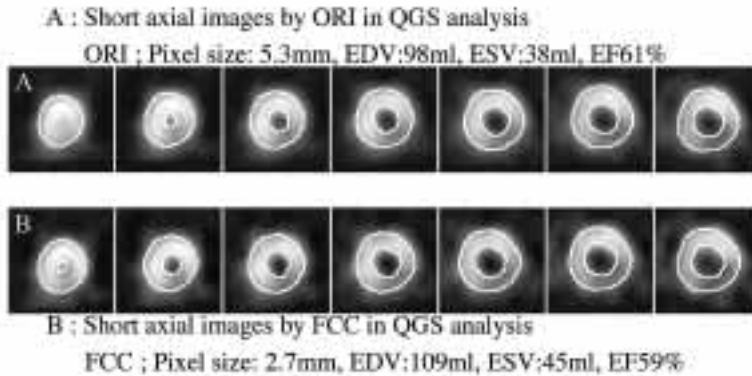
Case presentation (54-year-old male, height: 163 cm, weight: 65 kg). For follow-up after percutaneous transluminal coronary angioplasty (PTCA), myocardial scintigraphy and cardiac catheterization were performed. Left ventricular volume by left ventricular angiography (LVG) was as follows: end-diastolic volume (EDV) 110 ml, end-systolic volume (ESV) 48 ml, and left ventricular ejection fraction (LVEF) 56%. Figure A shows a short-axis image of the left ventricle by QGS original analysis. Left ventricular volume by QGS original analysis was as follows: EDV 98 ml, ESV 38 ml, and LVEF 61%. Figure B shows a short-axis image of the left ventricle by Field Change Conversion (FCC). Left ventricular volume by FCC was as follows: EDV 109 ml, ESV 45 ml, and LVEF 59%. Reconstructed images of the left ventricle by FCC were more appropriately visualized than these by ORI. The calculated left ventricle volume by FCC approximated the value determined by LVG.
